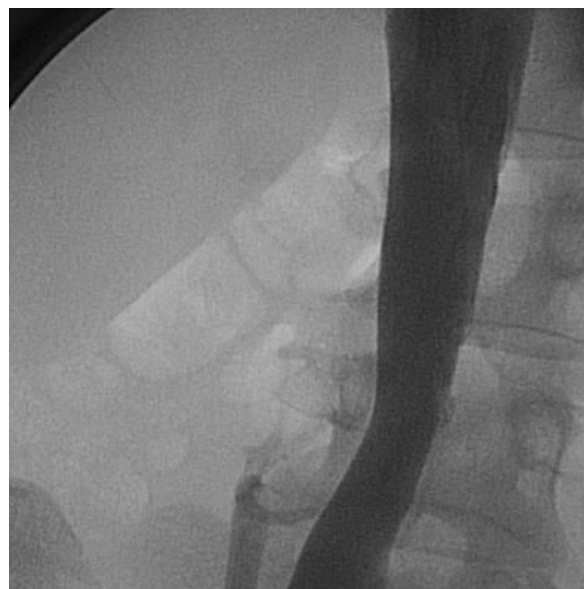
Рентгеноконтрастная илиокавография. Полное контрастирование нижней полой вены. Отсутствие контрастирования левой общей подвздошной вены (тромбоз).
